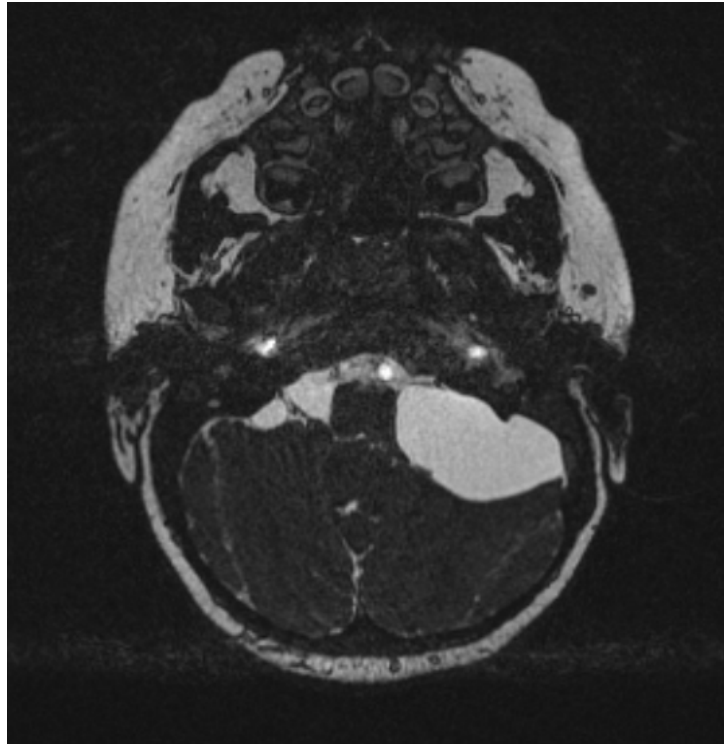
IRM SP T2 haute résolution (Ciss) en coupe axiale :
